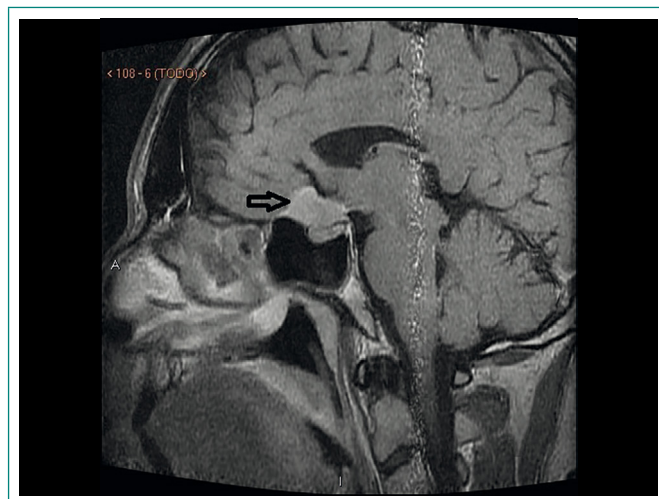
Resonancia magnética (corte sagital)
